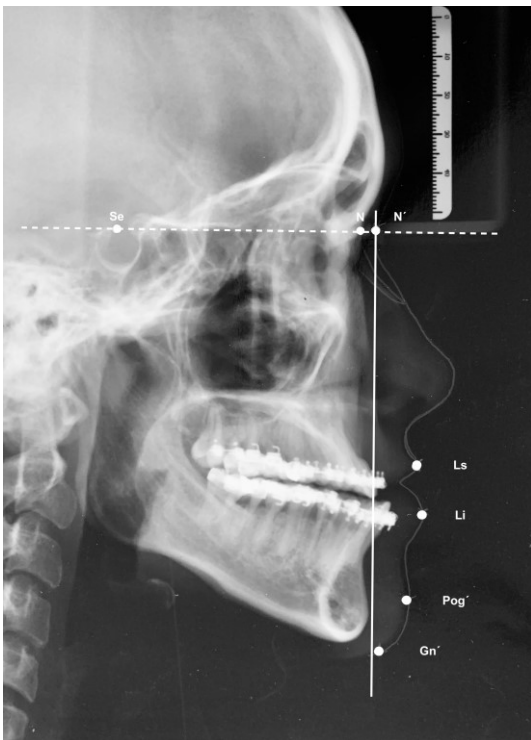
Präoperatives Fernröntgenseitenbild eines 29 Jahre alten Patienten, zu sehen ist die N-Se-Strecke (gestrichelte Linie) mit der darauf abgebildeten Senkrechten im N'-Punkt. Die weiteren eingezeichneten Punkte entsprechen den verwendeten Messpunkten (Ls, Li, Gn')
